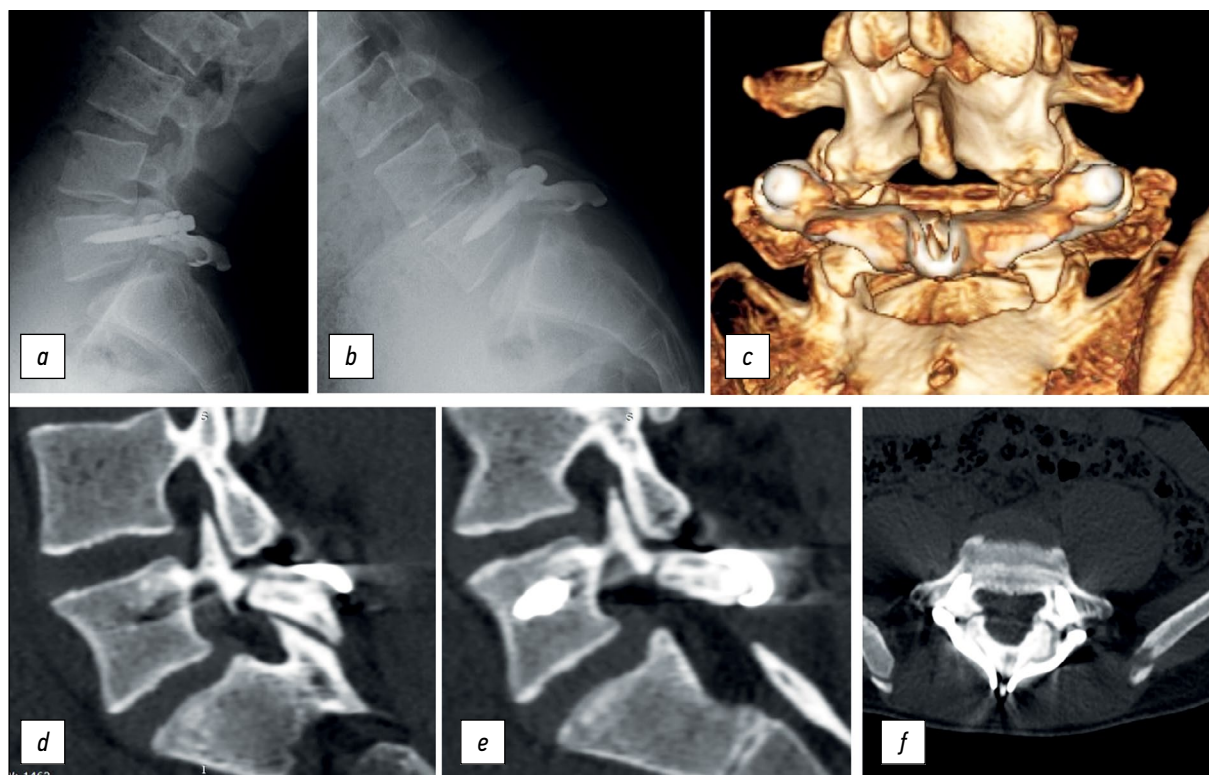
Отдалённый результат через 2 года (положение конструкции правильное, фиксация зоны спондилолиза стабильная): *a, b* — рентгенография при сгибании и разгибании туловища — движения в сегменте L5-S1 сохранены, *c* — объёмная реконструкция компьютерной томографии, *d, e, f* — признаки лишь частичного сращения зон спондилолиза.
